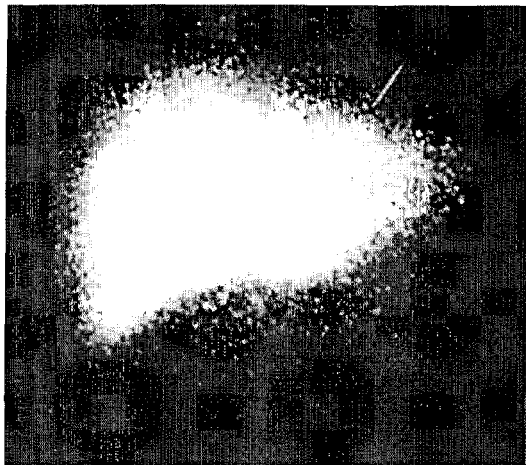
Сцинтиграмма больного К. 69 лет. Размеры печени увеличены, через 4 ч от начала исследования препарат в двенадцатиперстную кишку не попадает.
